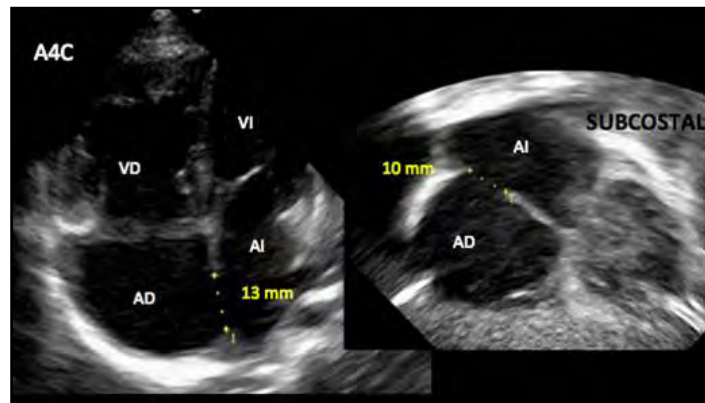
Ecocardiograma de CIA de 13 mm (B. Plata Izquierdo).
